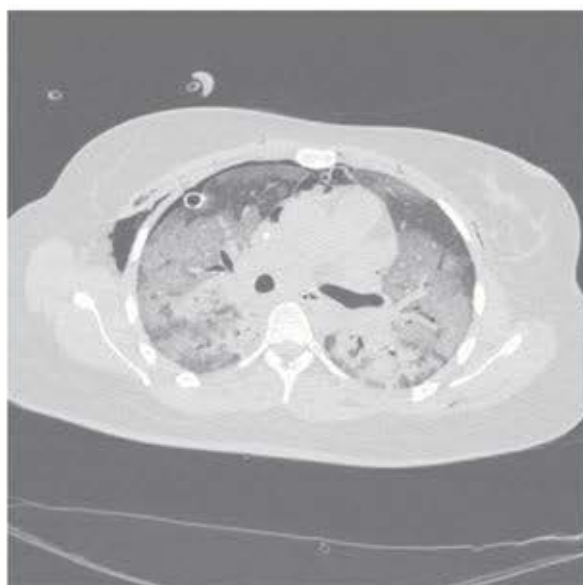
Tomografia: infiltrado (padrão vidro fosco), consolidação e áreas de parênquima normal. Pode-se perceber dreno de tórax utilizado por pneumotórax que ocorreu durante ventilação mecânica.
